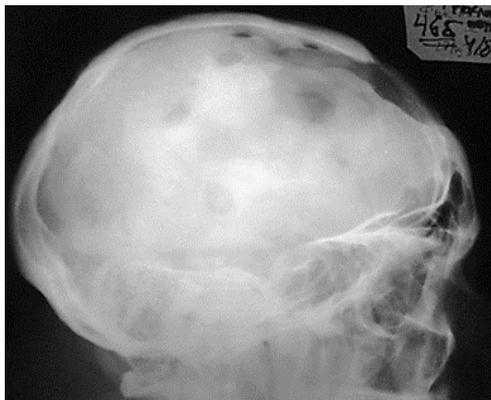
Рентгенограмма костей черепа пациентки, страдающей АИТ и гиперпаратирозом. (Собственное наблюдение)
